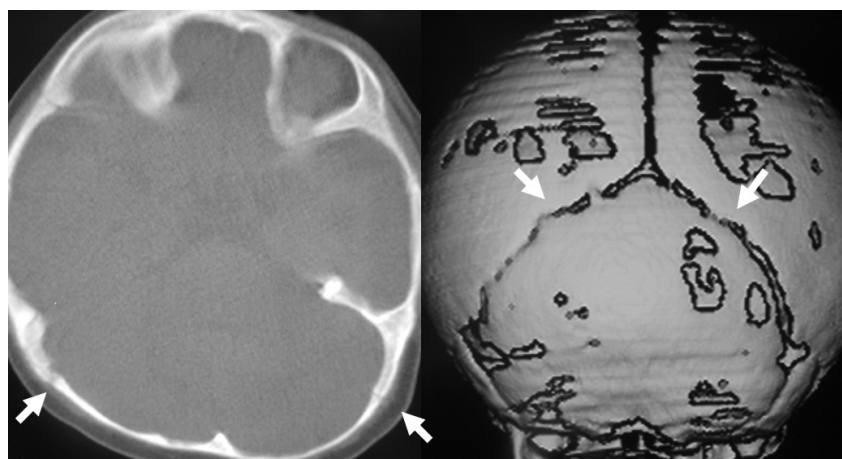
TAC de un caso de plagiocefalia. Se observa la permeabilidad de las suturas lambdoideas<sup>64,65</sup>.
